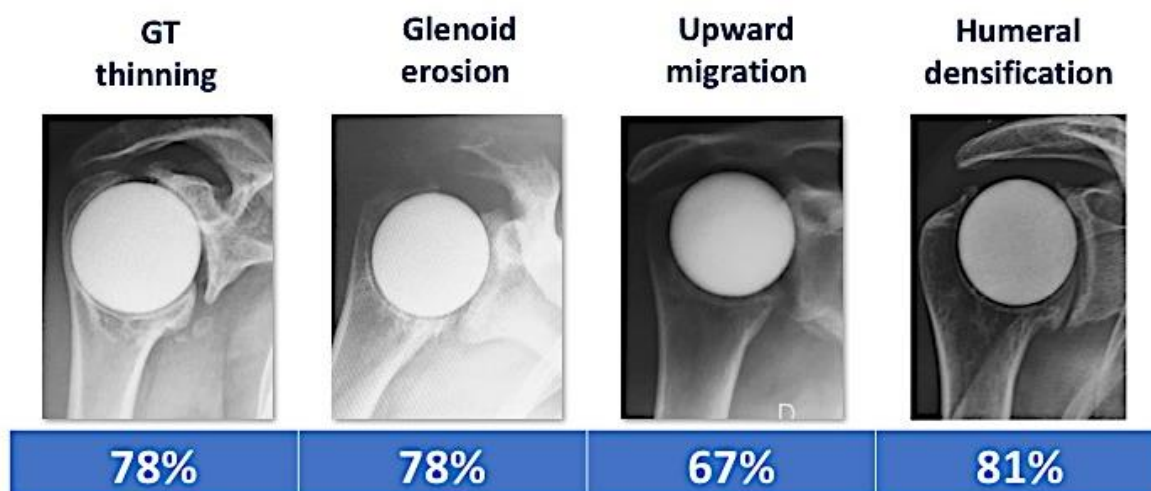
horizontal plan with results of X-rays at last FU
